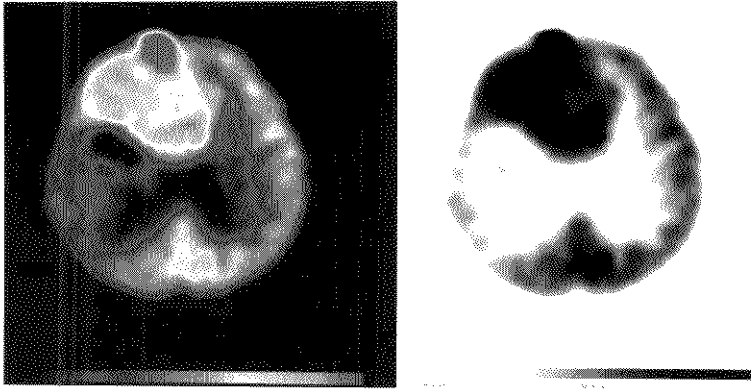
胶质瘤患者放疗后复发 PET 显像图
